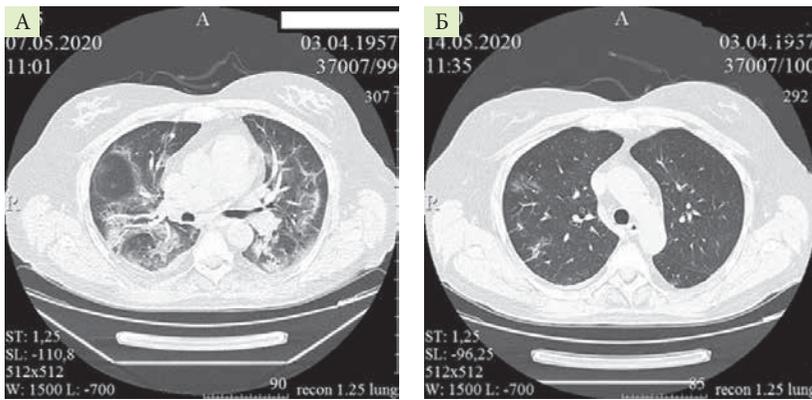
Компьютерная томограмма легких пациента Б. в динамике от 7 (А) и 14 мая (Б) 2020 г. Картина вирусной пневмонии
